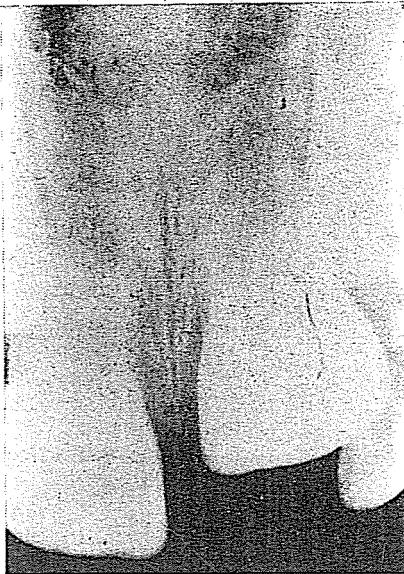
Radiografía periapical. I.C.S.I. [I Sin erupción.
